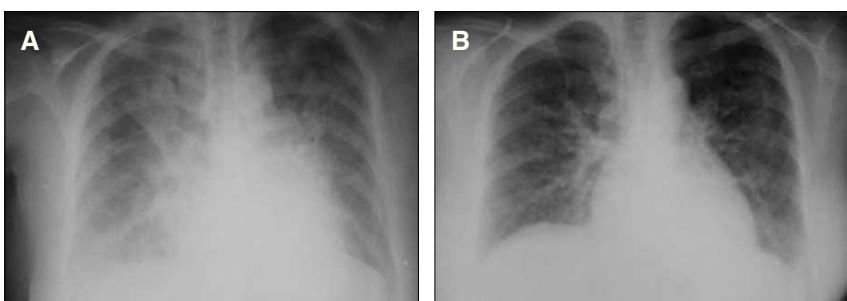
Radiografía de tórax al ingreso con infiltrados alveolointersticiales difusos (A), y 5 días más tarde (B).
